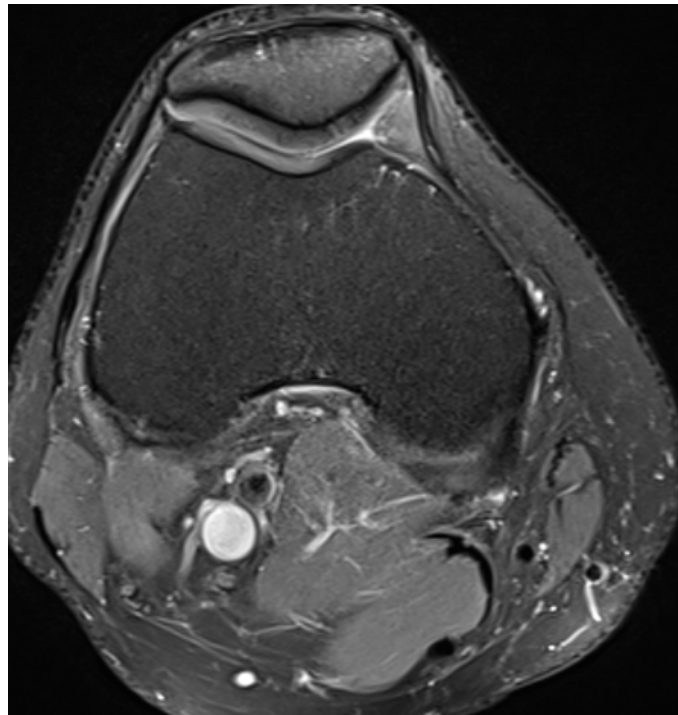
IRM du genou en coupe axiale montrant une patella Type 2
